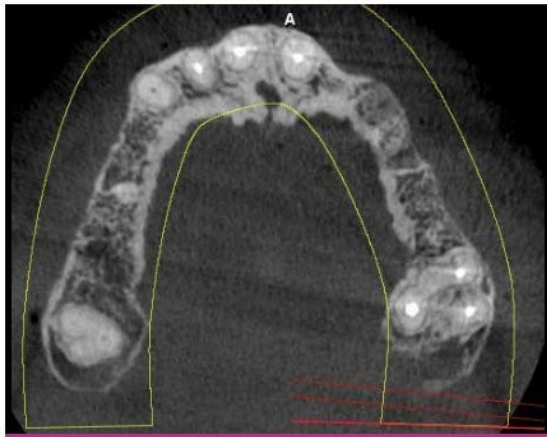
Horizontal section on the preoperative CBCT, showing the difference in the bone volume in the area with the remaining roots, compared to the edentulous ridges. Notice the important defect in the position of tooth 2.2.
